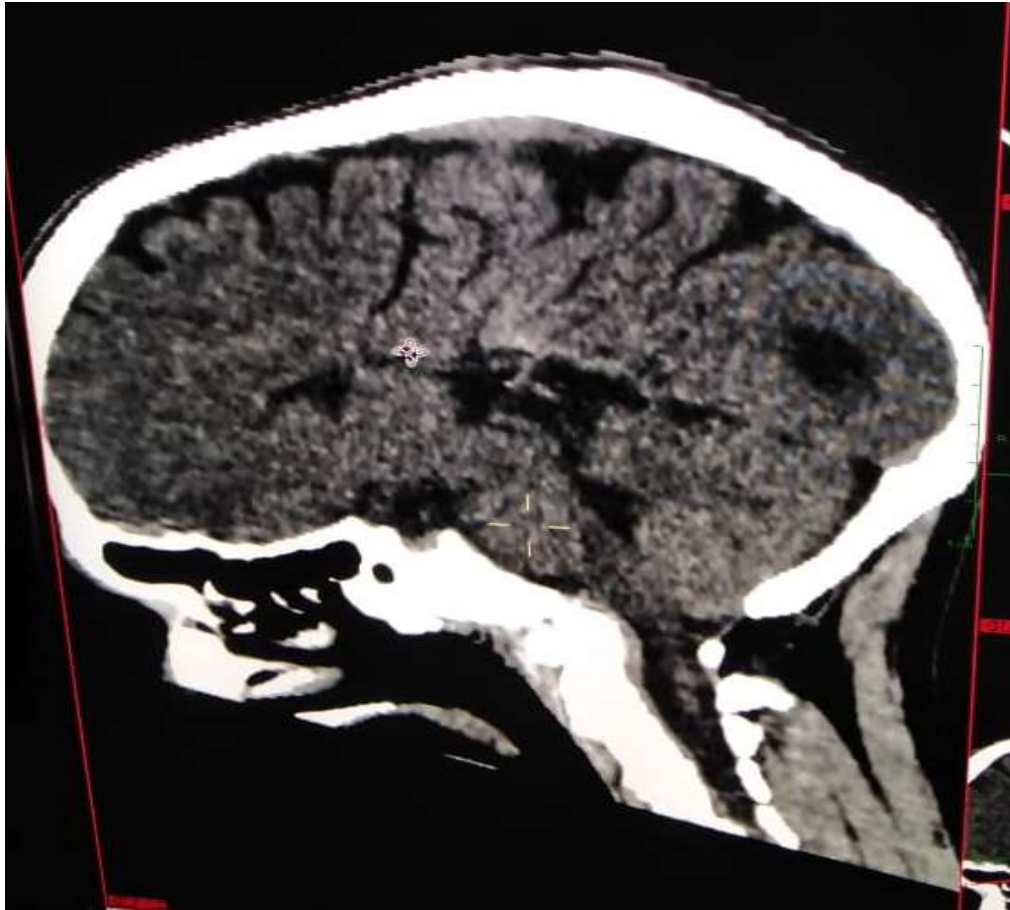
Tomografía computarizada del paciente “M” con agenesis del cuerpo calloso.
